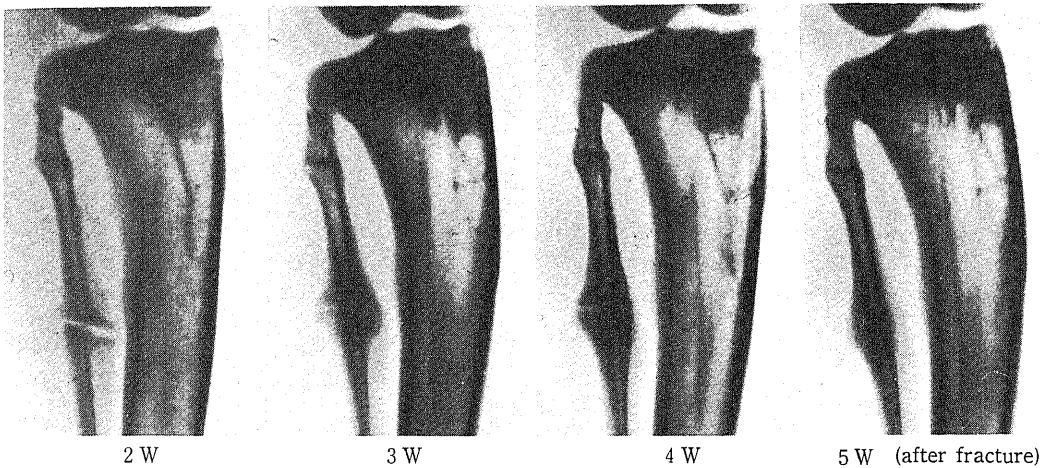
Radiographical findings of group C. In this group fractures are united and much external callus is produced. Group C is the control of group A & B.
